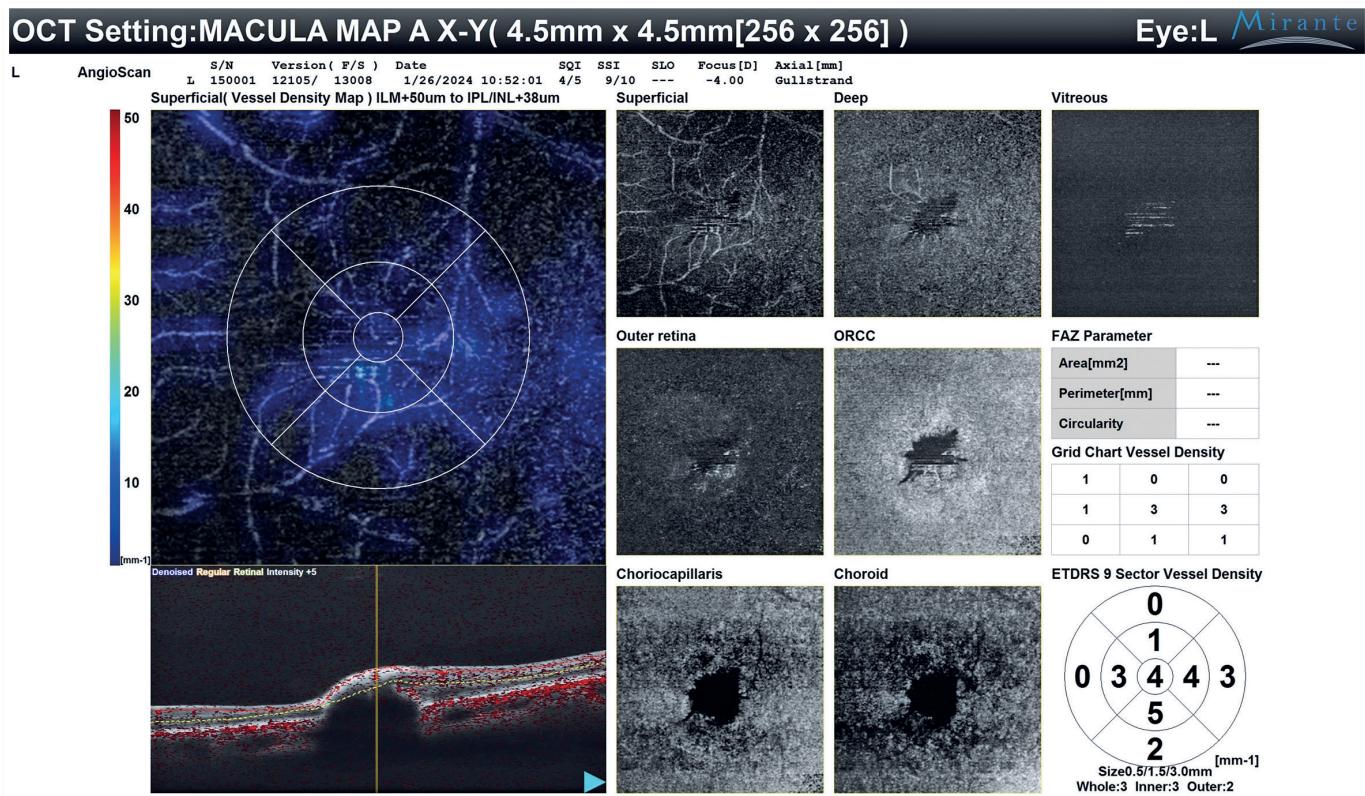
Tomografia de coerência óptica com angiografia mostrando interrupção do sinal nas camadas retinianas profundas e na coriocapilar na região da lesão.
